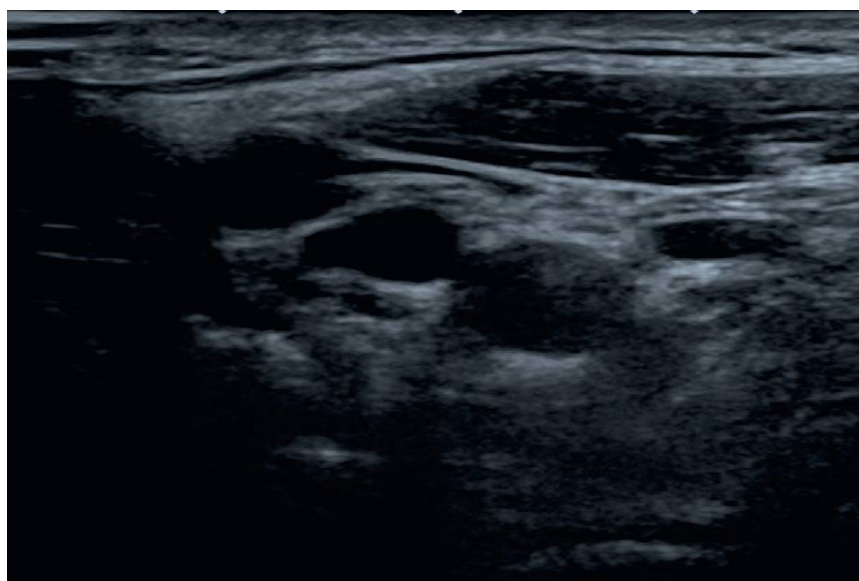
Écho-Doppler des troncs supra-aortiques. Résultats normaux. Bifurcation carotide droite en coupe axiale mode B. Carotide interne, carotide externe. Artère carotide interne droite en coupe longitudinale, mode B et couleur à droite, Doppler pulsé à gauche.
